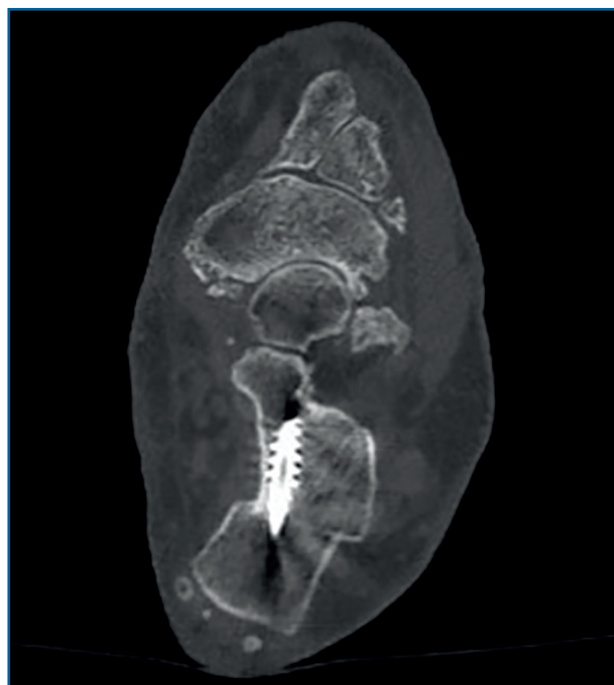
Detalle de la osteotomía en la tomografía computarizada a los 3 meses.
